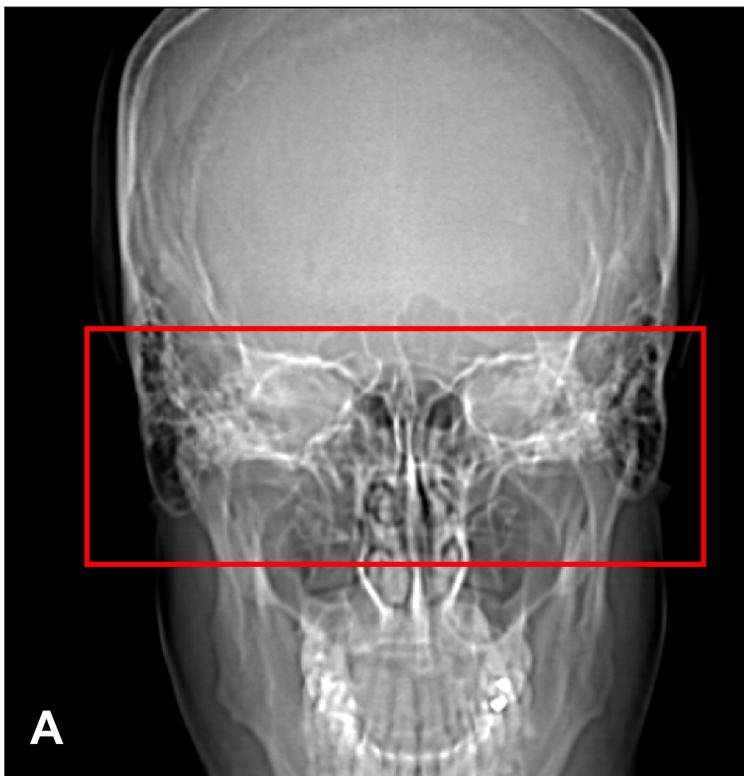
Topograma o scout view en AP (A) y lateral (B) de TC de peñascos. La adquisición de la imagen se realiza desde el margen superior del peñasco del hueso temporal hasta 1 cm por debajo de la mastoides.
